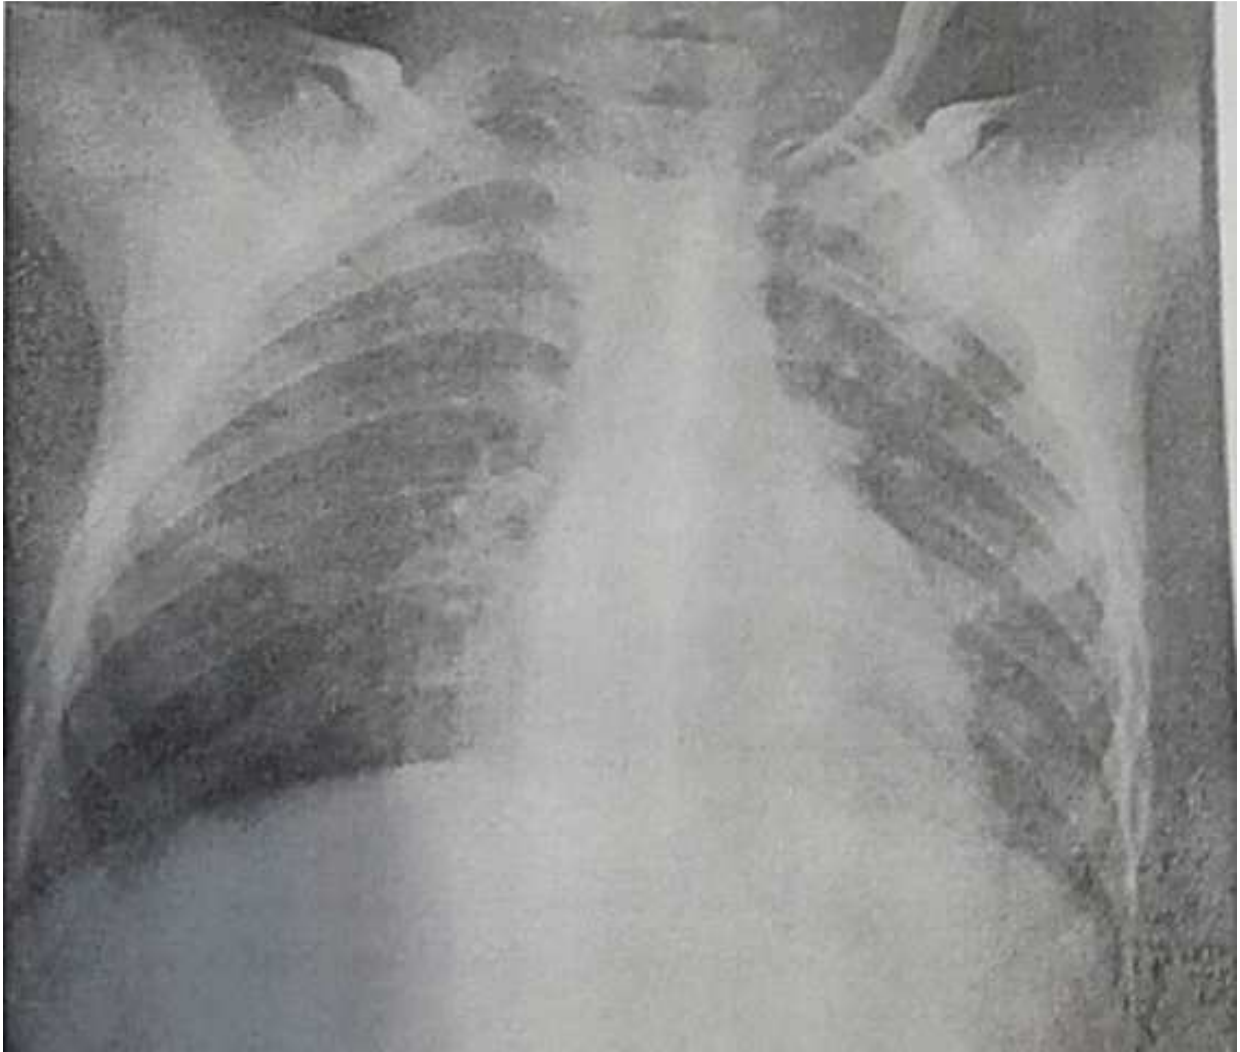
Radiographie thoracique face après trois semaines
